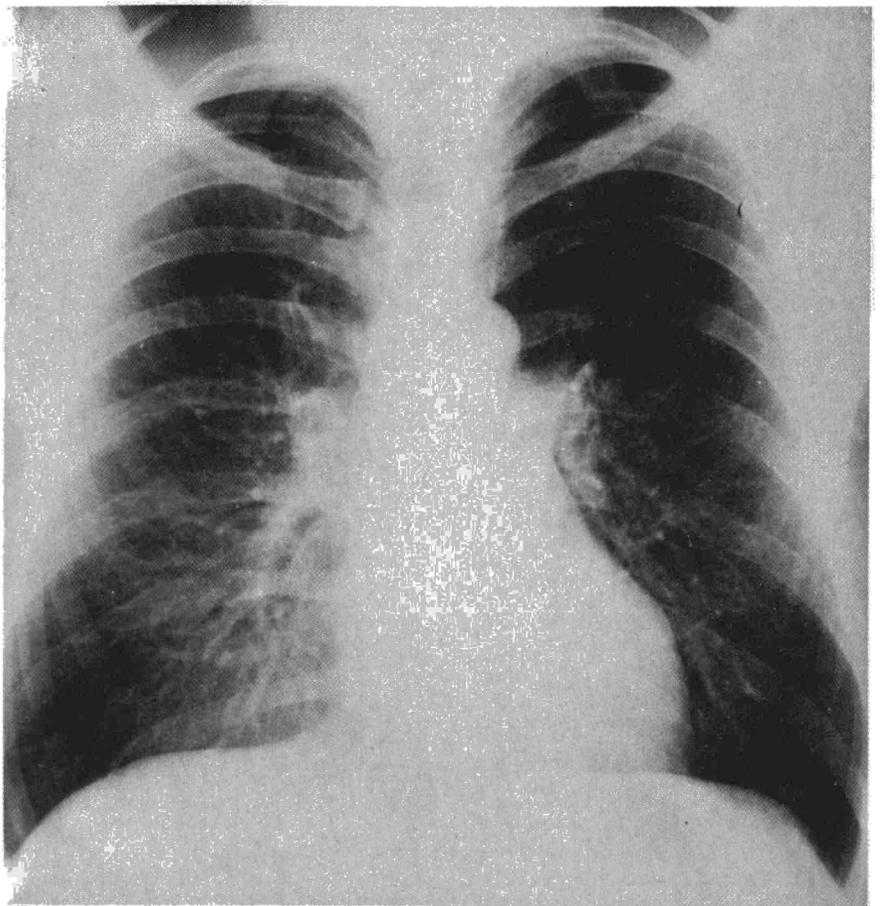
Radiografía PA de tórax en inspiración máxima: discreta hipertransparencia del lóbulo superior izquierdo.
